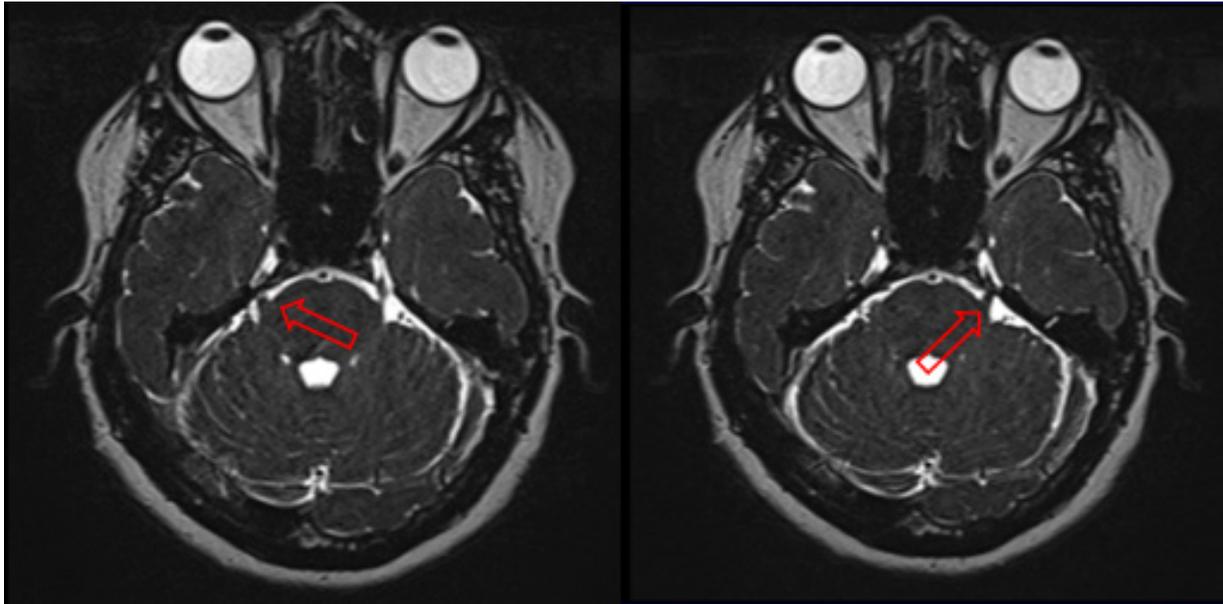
Neuralgia de trigémino bilateral por Resonancia nuclear magnética de cerebro contrastada. Se puede observar una compresión vascular en ambas ramas proximales del nervio trigémino. (Flecha roja)
